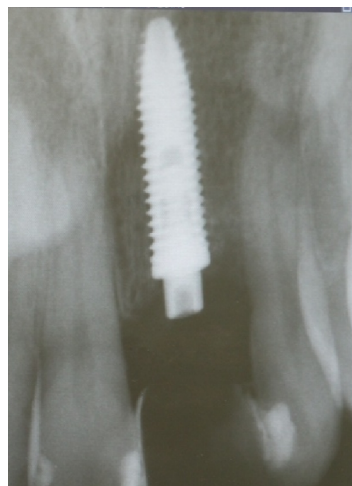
Radiografia periapical do pós-operatório.
